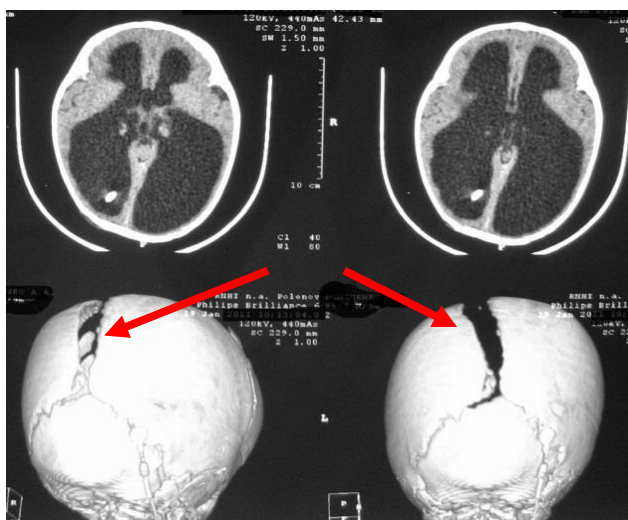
СКТ головного мозга + 3D-реконструкция. Наблюдение №72 (СГ), больной Е., возраст 2 мес., история болезни №1511-12. Д-з: декомпенсированная гидроцефалия. Заключение: выраженная вентрикуломегалия, краниомегалия, расхождение черепных швов (указано стрелкой)
